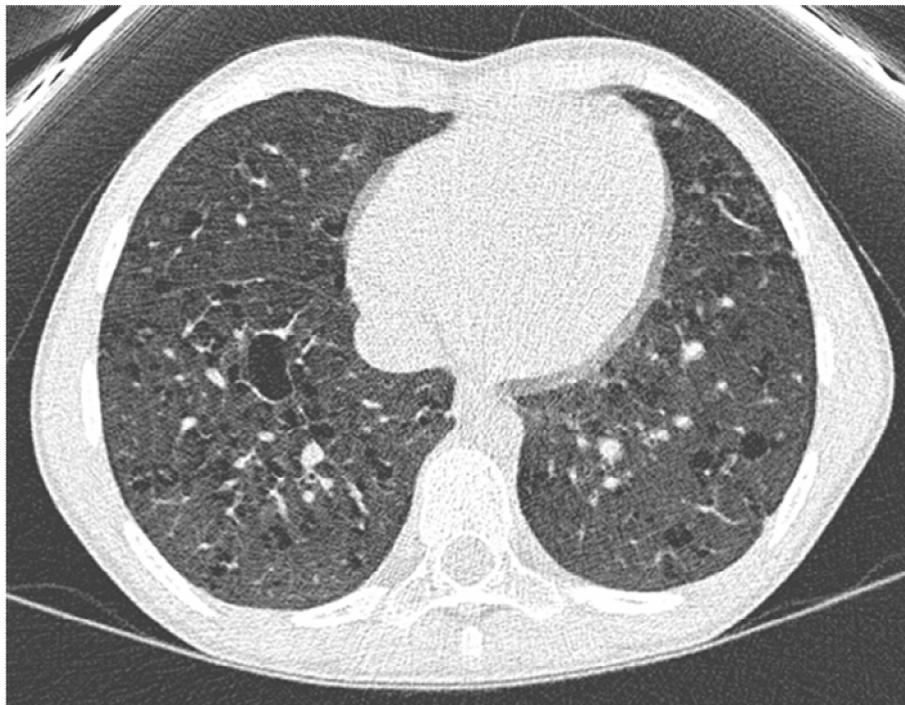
TC de tórax corte axial con ventana de pulmón donde se observa infiltrado intersticial difuso de predominio micronodular, con quistes parenquimatosos diseminados por ambos campos pulmonares. Diagnosticado de Histiocitosis de células de Langerhans.
